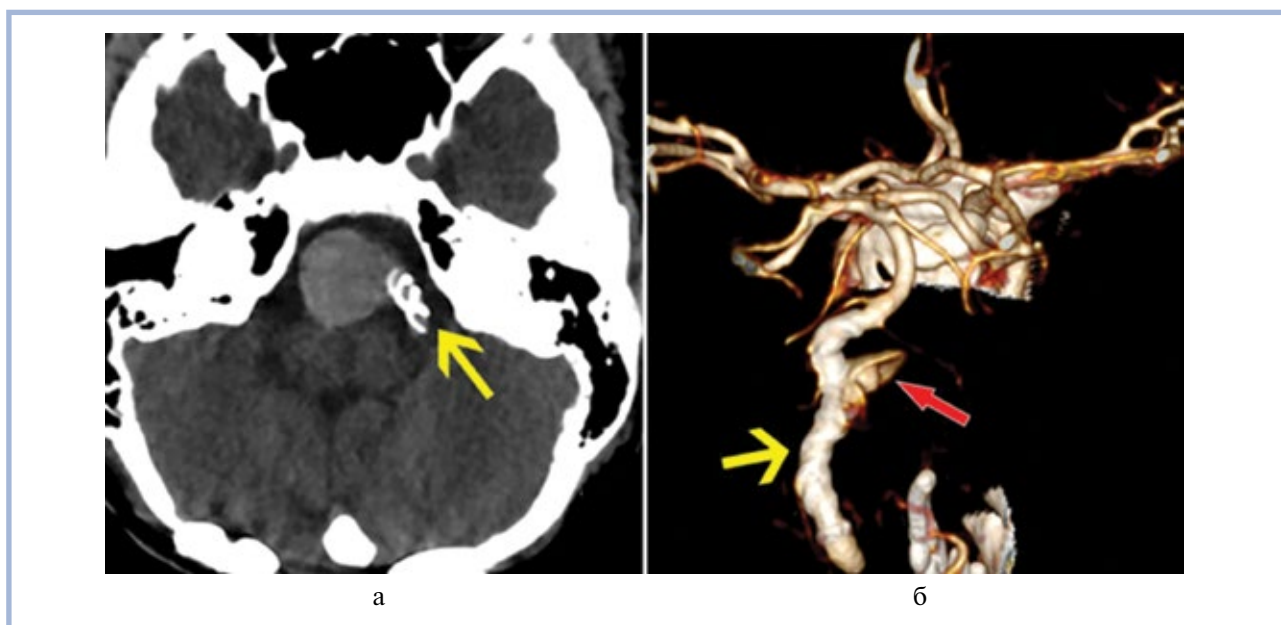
Тромбирование большей части дистальной камеры гигантской двухкамерной фузиформной аневризмы правой позвоночной артерии после стентирующей эндоваскулярной операции у пациента В., 12 лет.
